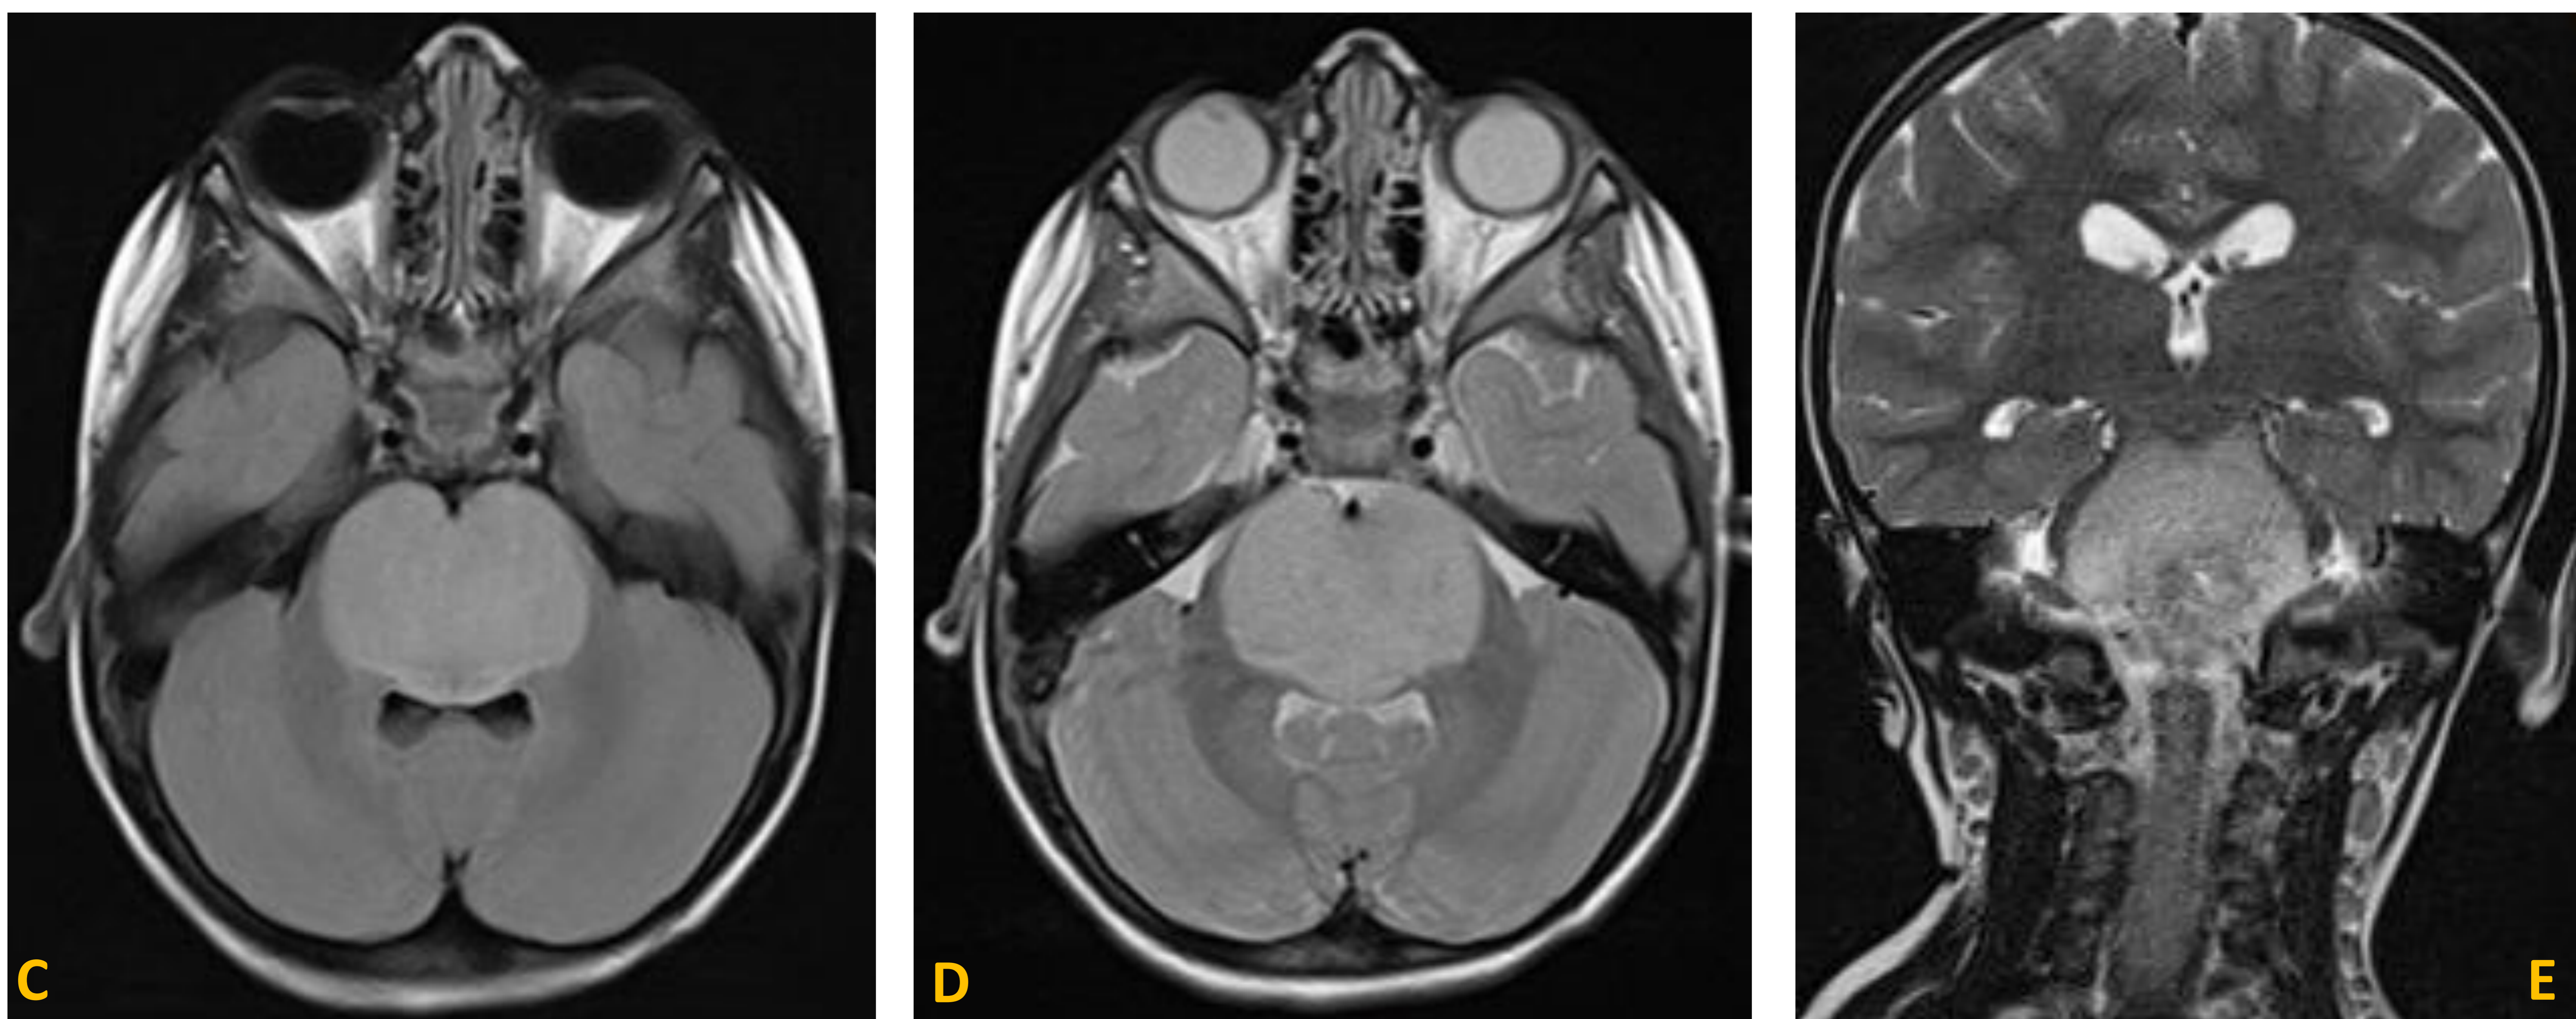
Secuencia FLAIR en plano axial (C). Secuencias DP en planos axial (D) y coronal (E). La lesión se extiende cranealmente hacia el mesencéfalo y caudalmente hasta la unión bulbo-protuberancial, englobando a la arteria basilar y a la arteria vertebral izquierda. Muestra hiperintensidad de señal en secuencias potenciadas en T2-FLAIR y DP.
